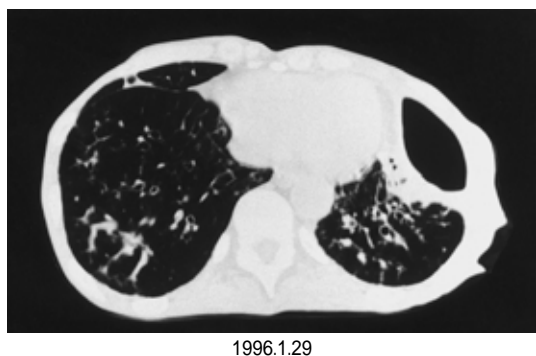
Chest high-resolution CT on admission, showing signet-ring signs and mucoid impaction of both lungs, suggestive of bronchiectasis.
